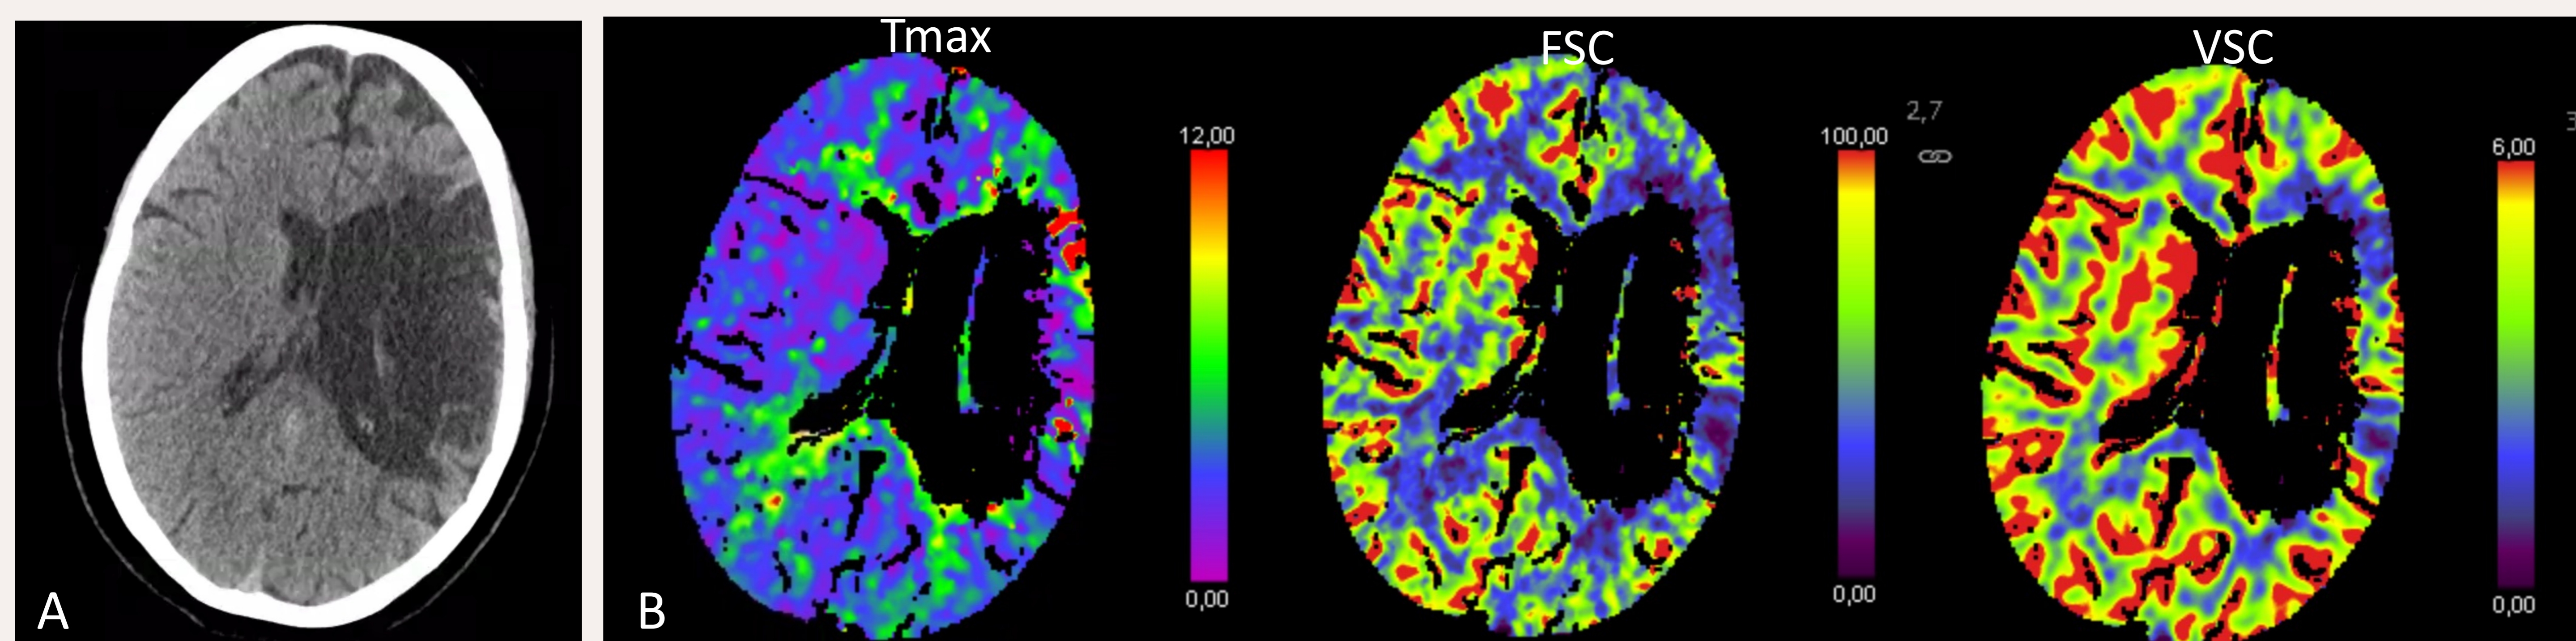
En la TC basal (A) se visualiza un infarto crónico que afecta al territorio superficial y profundo de la ACM izquierda, que se correlaciona con un agujero negro en los mapas de la TCP (B)
